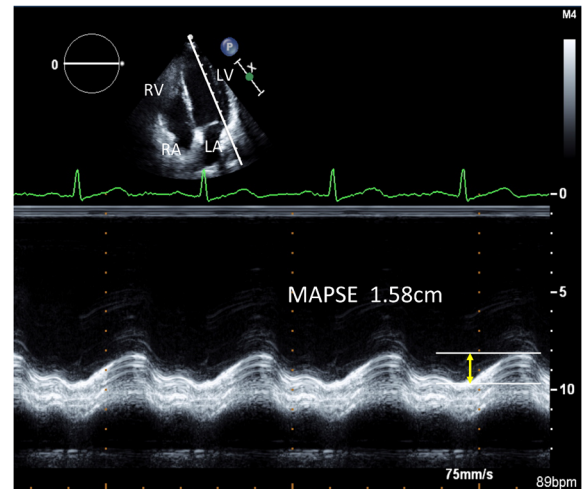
Measurement of MAPSE using the M-mode echocardiography
